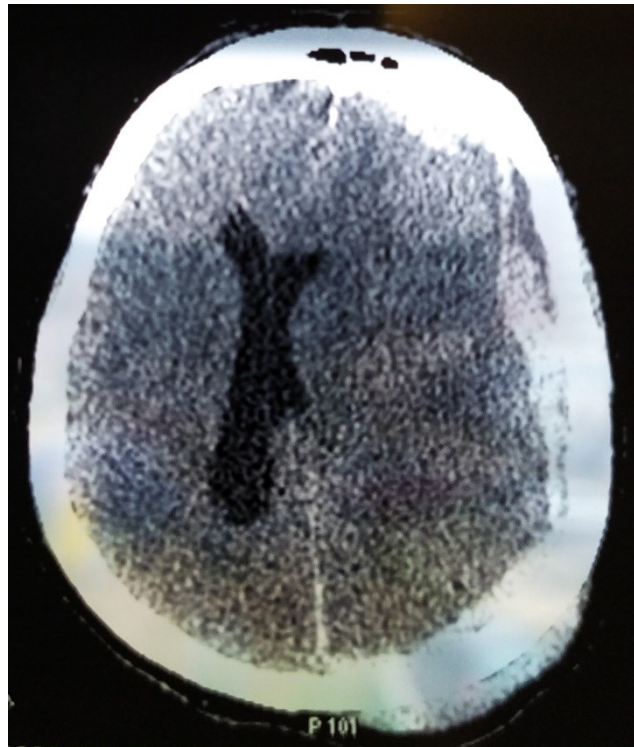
Компьютерная томограмма больного П. 60 лет с ЧМТ, осложненной субдуральной гематомой, локализованной в лобно-теменно-затылочной области, поступившего в клинику через 4 часа с момента травмы.
